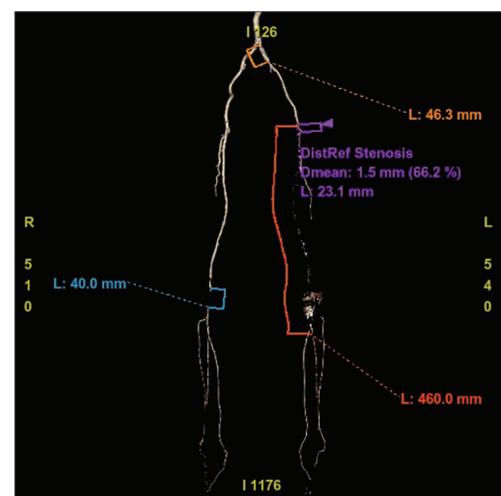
Компьютерная томография артерий нижних конечностей
